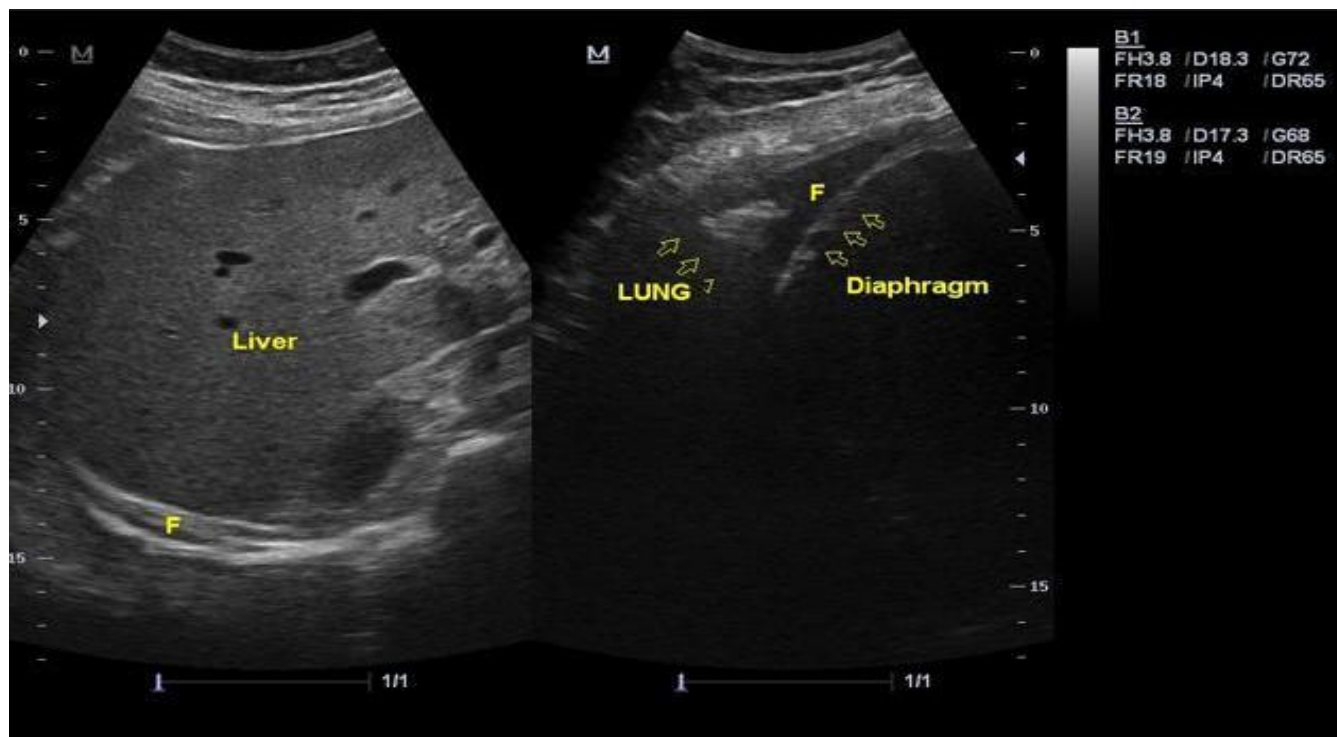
Epanchement pleural non visible sur la radiographie et très discret en échographie. (39)
